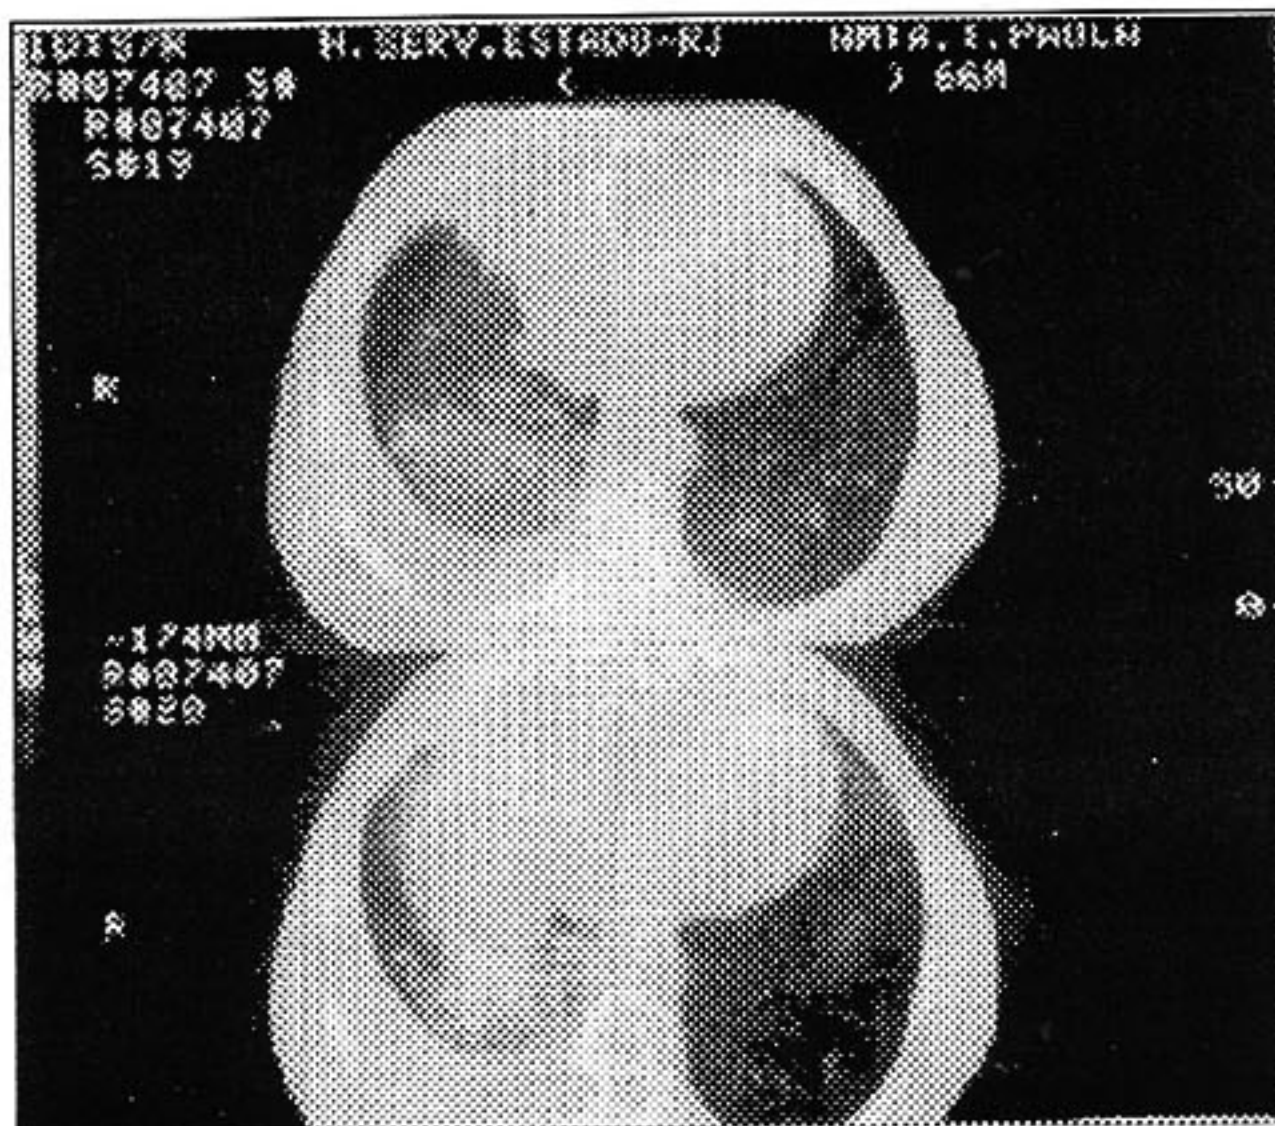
A tomografia computadorizada de tórax mostra atelectasia de lobo médio e derrame pleural à direita.
